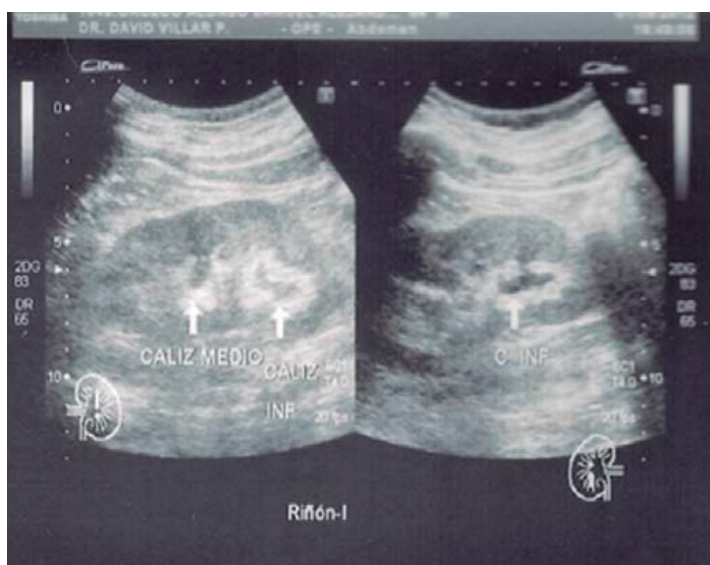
Ultrasonido renal discreta ectasia bilateral de predominio izquierdo.
